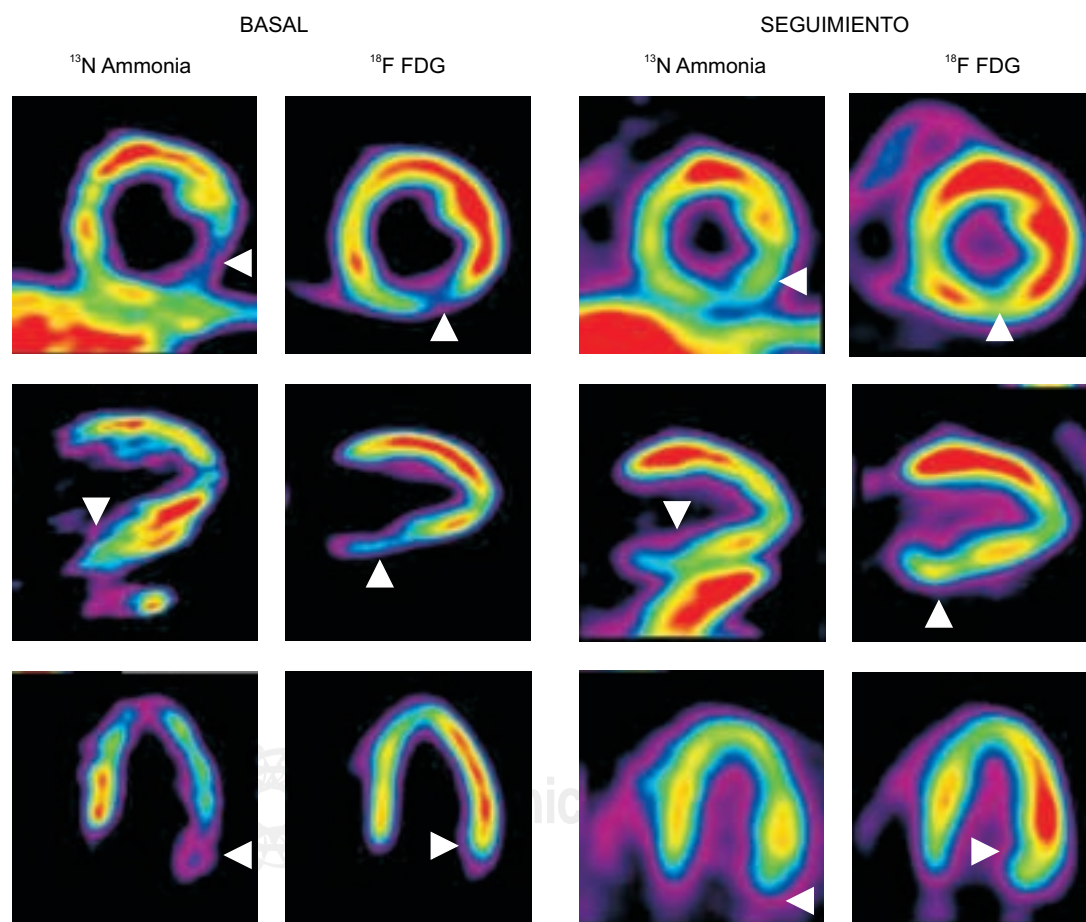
PET 13N Ammonia y 18F FDG. Análisis basal y 3 meses tras cirugía
